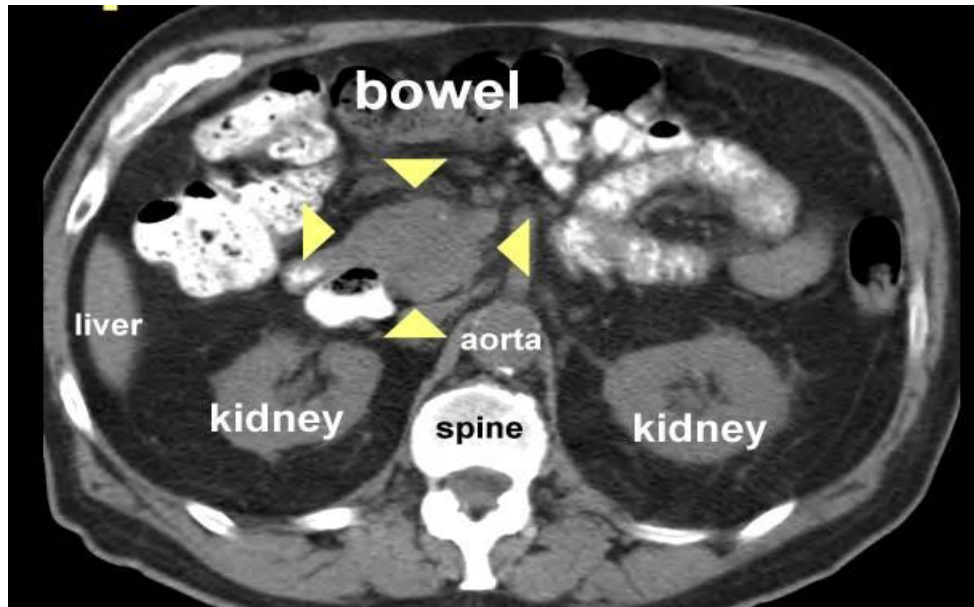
RM. Las flechas amarillas indican la masa tumoral ubicada en la cabeza del páncreas.²⁶
